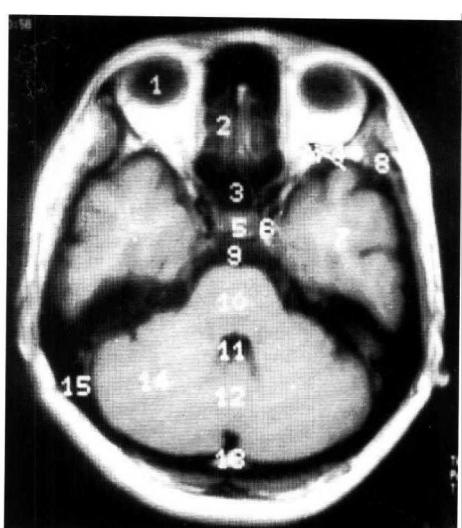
MRI T<sub>1</sub> 加权像横轴位
